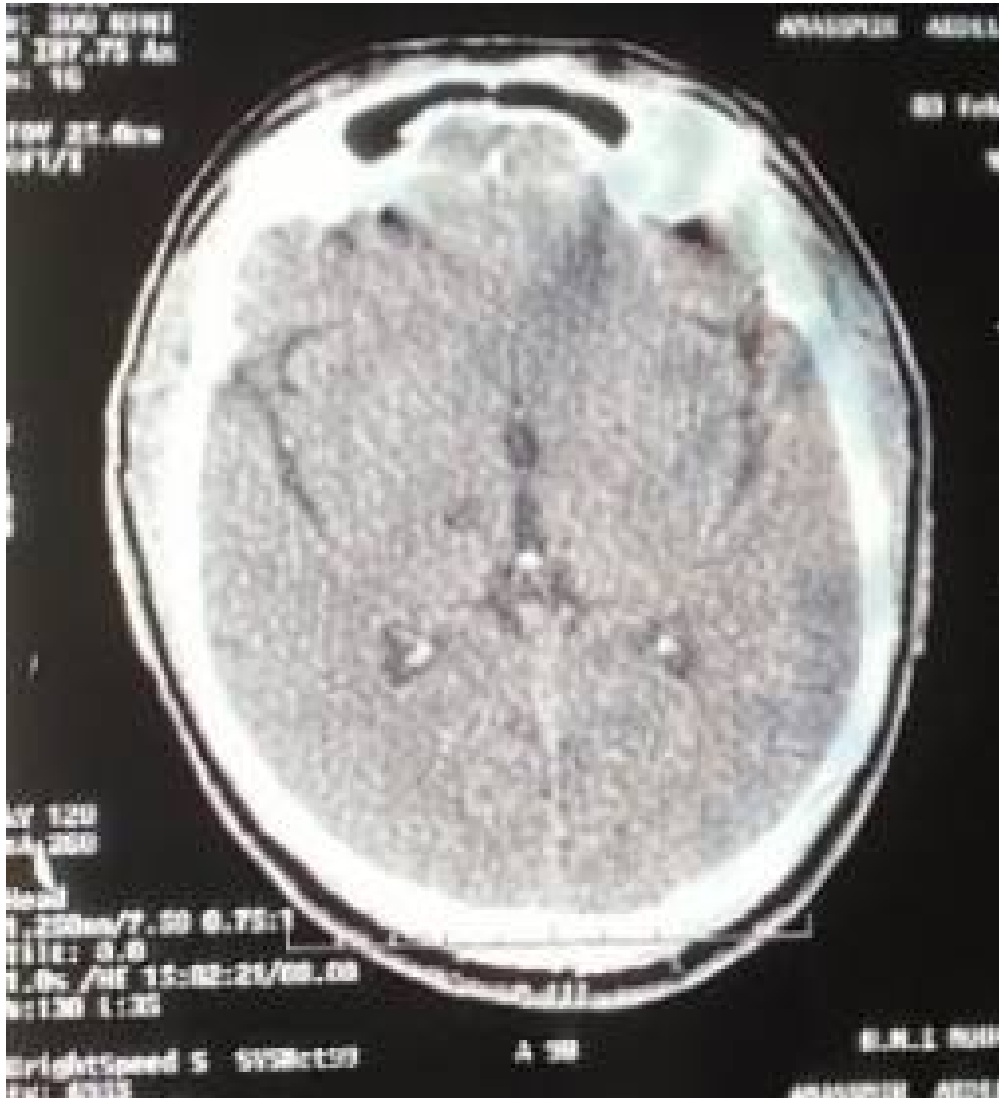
TDM cérébrale du patient 9
